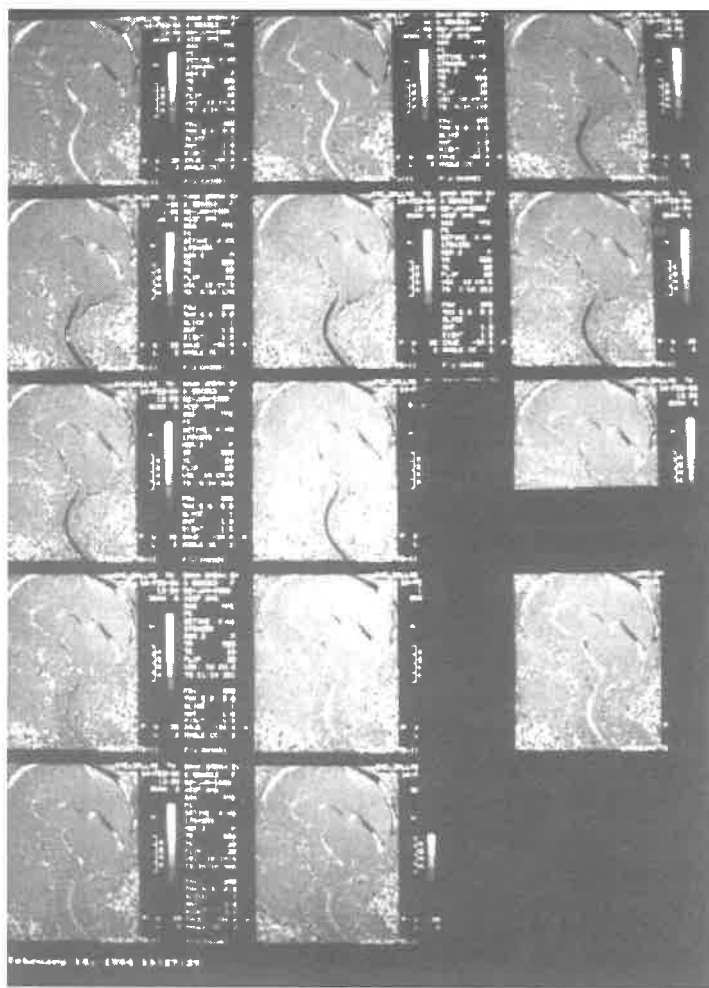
RM de paciente com Chiari tipo I, evidenciando o alongamento e herniação das tonsilas cerebelares no canal medular até o nível de C2. O quarto ventrículo tem forma e posição normal, assim como as demais encefálicas.
